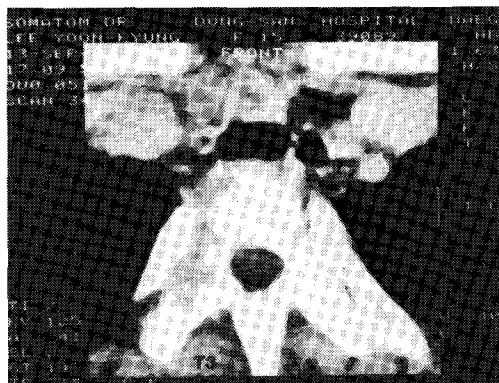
Computed tomography of the T3 vertebra: Lesions appeared in the right side of T3 vertebral body, right pedicle and right transverse process. Mild accumulation of abscess is noted around the body.
